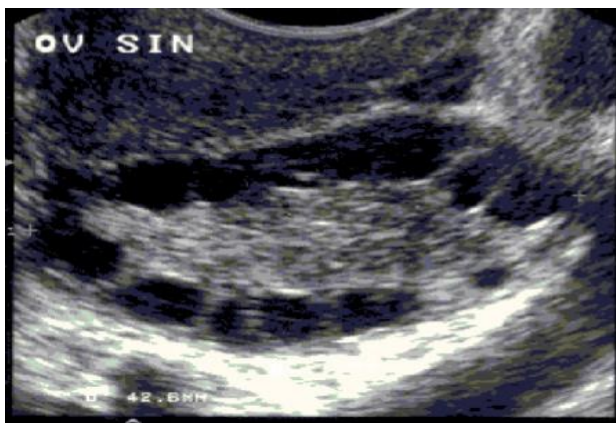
Semne ecografice tipice în sindromul ovarelor polichistice.
